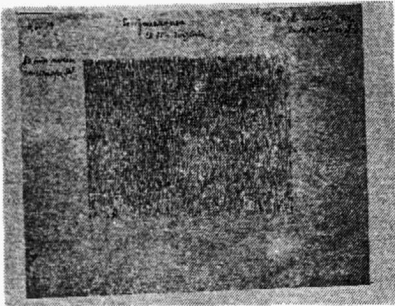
Scintigrafski prikaz pankreasa iste bolesnice nakon oduzimanja scintigrama jetre od scintigrama sa selenometioninom
